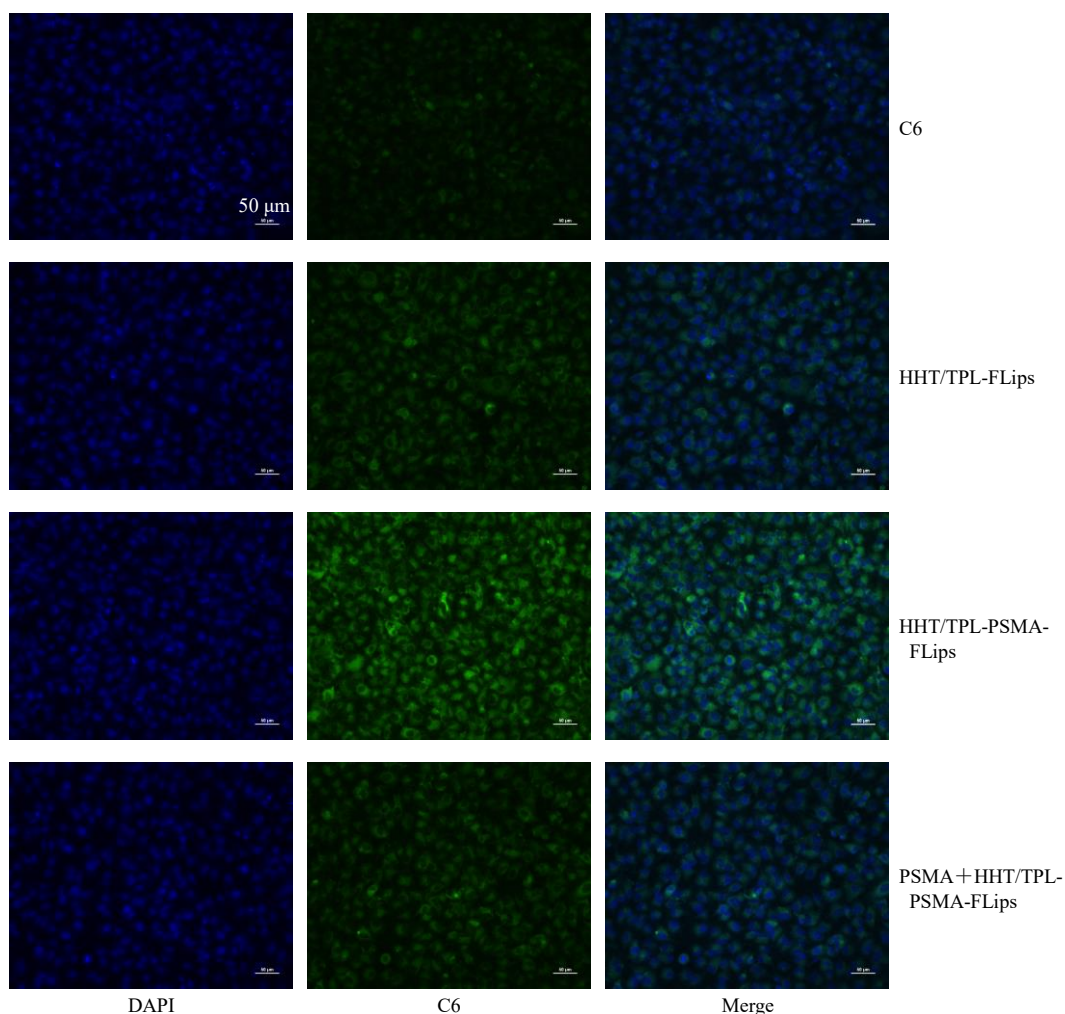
RM-1-PSMA 细胞对 C6、HHT/TPL-FLips、HHT/TPL-PSMA-FLips 及 PSMA 靶向肽预处理后 HHT/TPL-PSMA-FLips 在 4 h 时的摄取情况
